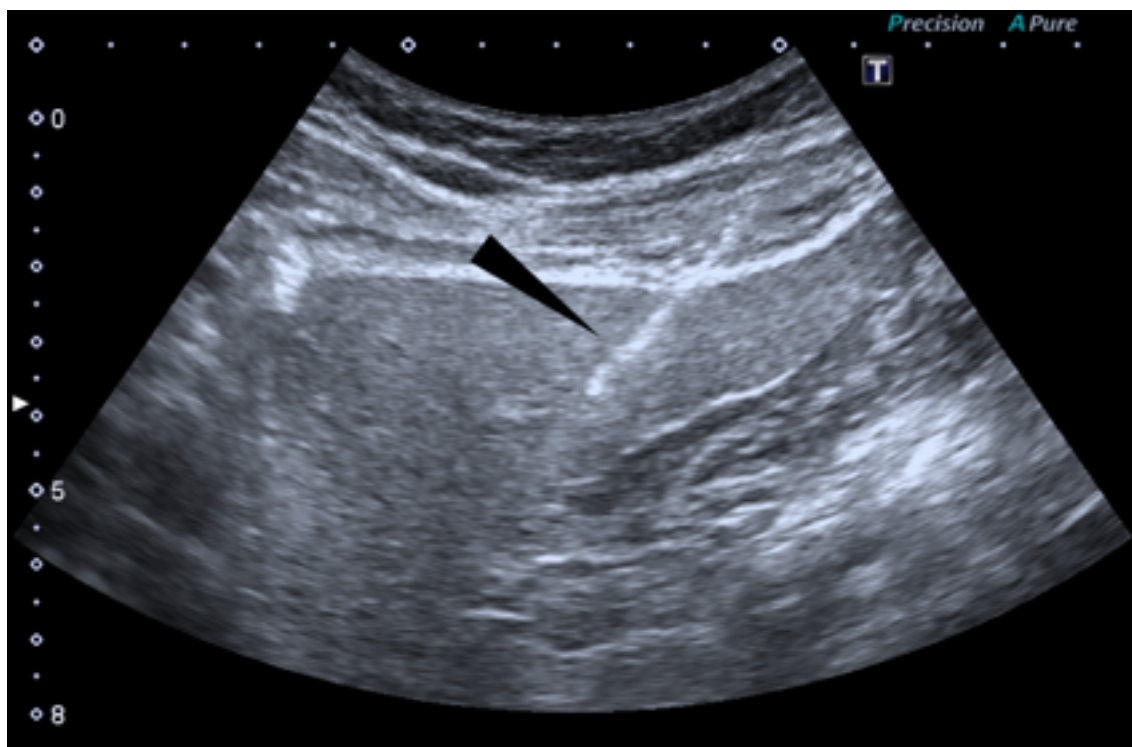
Corte parassagital de ultrassonografia em tempo real para orientação de biópsia hepática em paciente acompanhado por esteatose. Podemos observar a agulha (cabeça de seta) por todo o seu trajeto até o fígado. Fonte: o autor.
